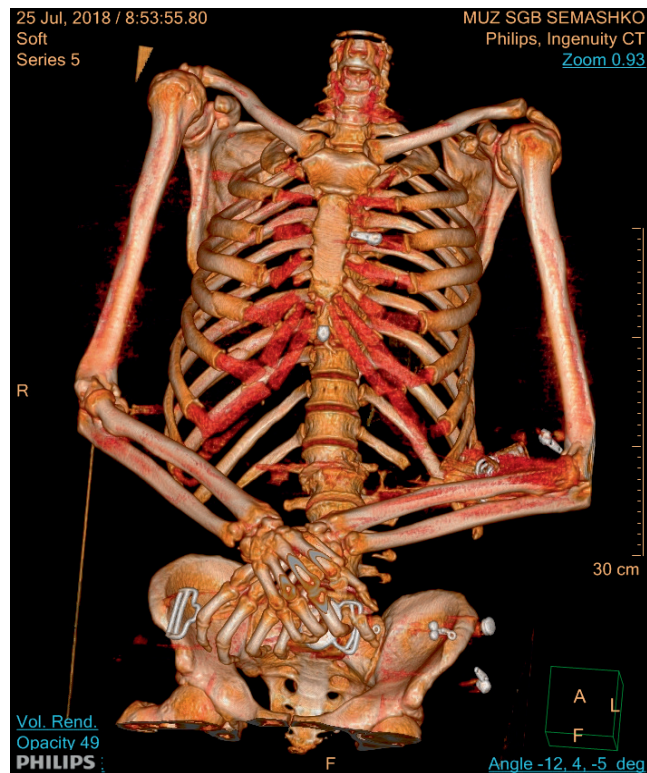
Множественные переломы ребер у гр-на А. (КТ-исследование)
